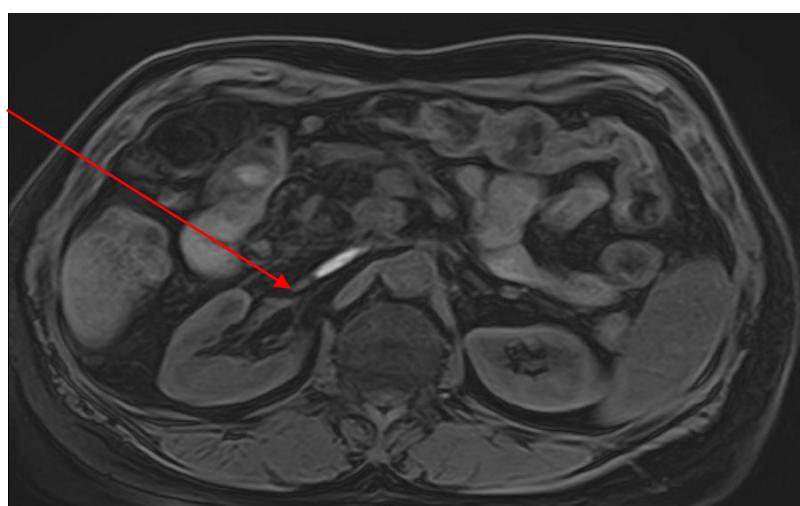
МРТ, инфильтрат в ложе удаленной головки поджелудочной железы, положительная динамика.
